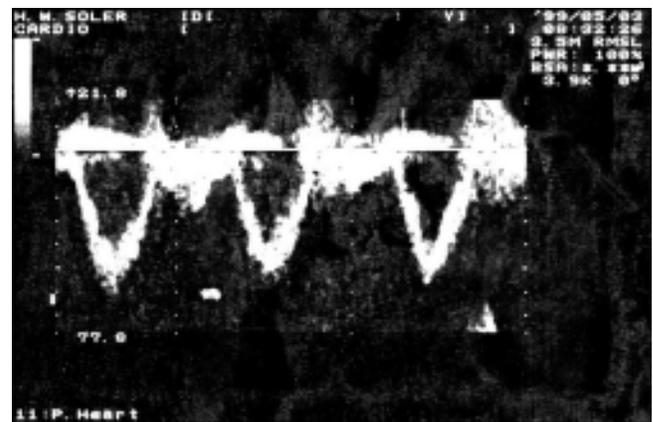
Efecto Doppler. Flujo laminar.
